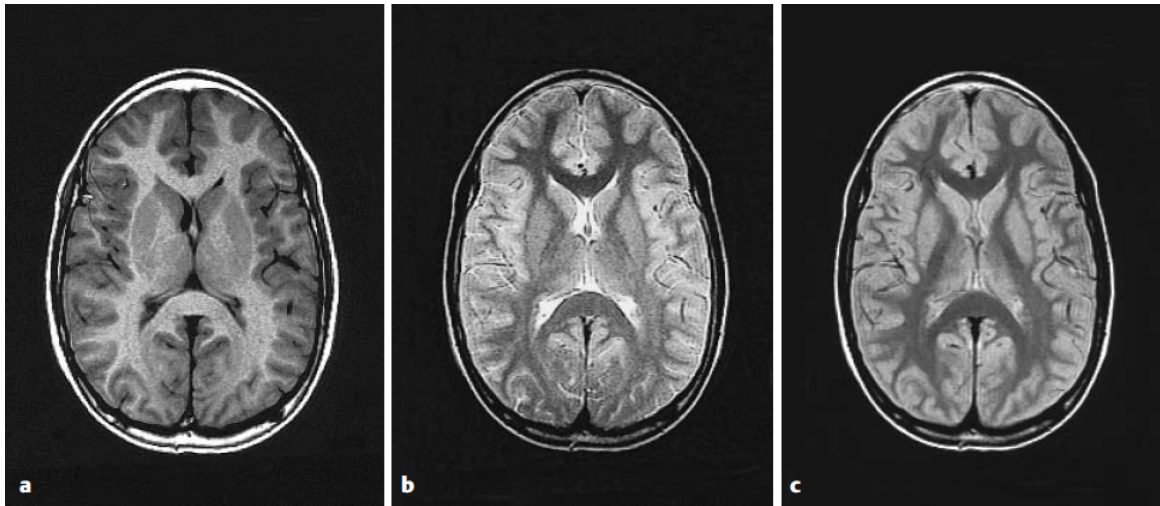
Strukturelle MRT-Aufnahmen des menschlichen Gehirns mit unterschiedlichen Gewichtungen: a) T₁: TR = 400-800 ms, TE < 30 ms. b) T₂: TR > 2000 ms, TE = 70-150 ms. c) p: TR > 2500 ms, TE < 30 ms. (Abbildung entnommen aus (Reiser et al., 2011))
